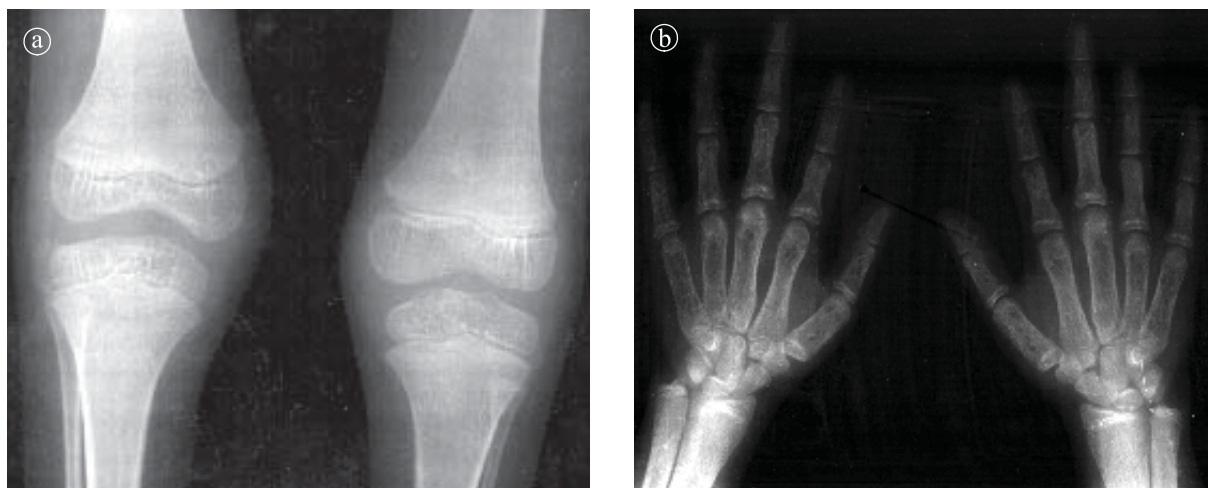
2. Talasemie, 12 ani. a) Radiografie comparativă de genunchi, b) Radiografie comparativă de mâini.
